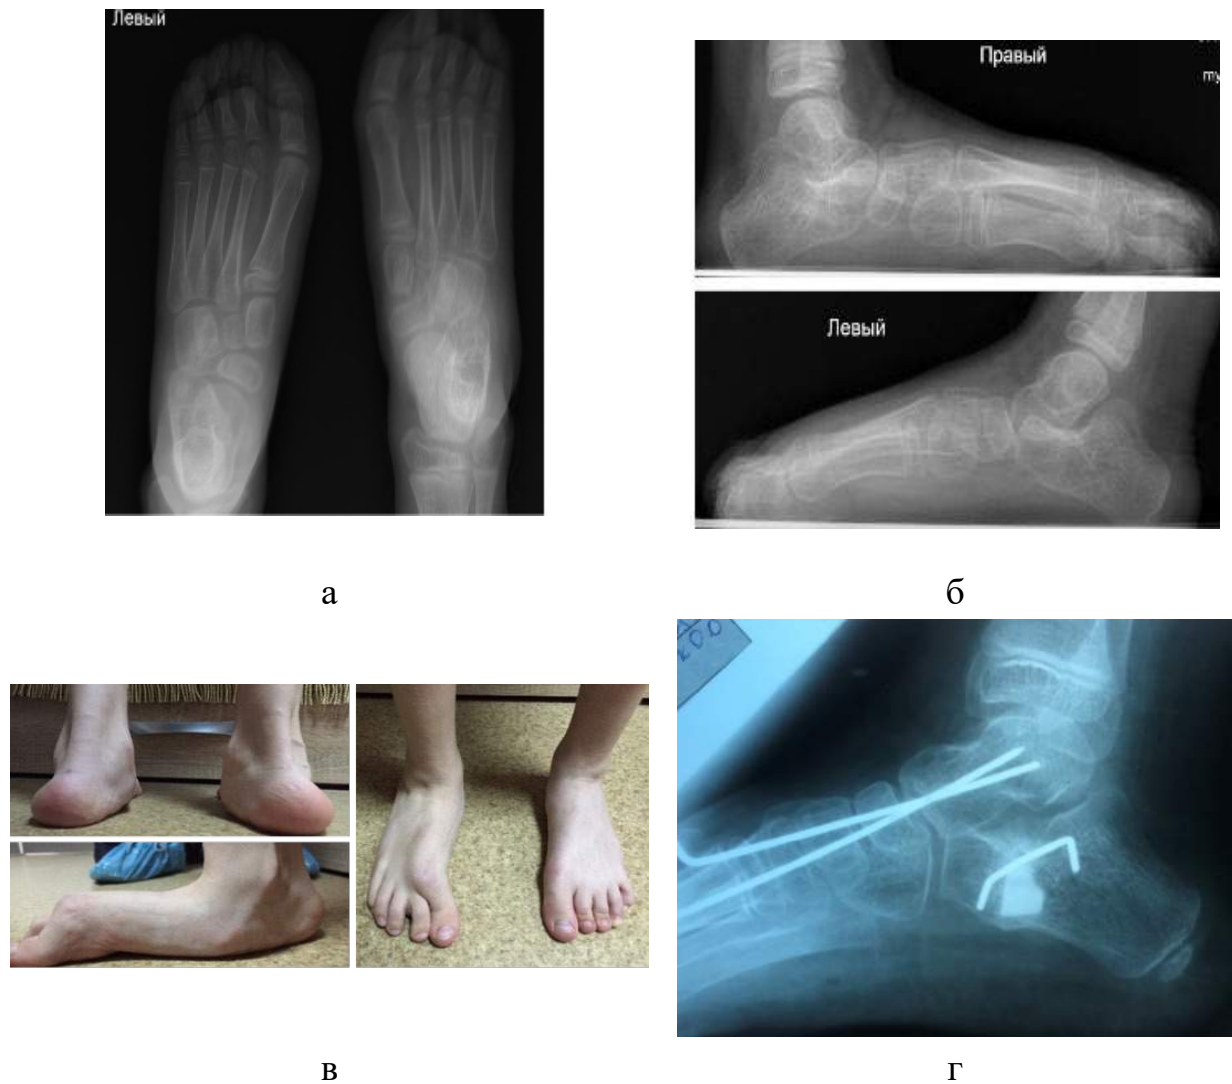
Фотовідбитки рентгенограм пацієнта С., 13 років, історія хвороби № 91899, діагноз: ДЦП, спастична диплегія, двобічна плосковальгусна деформація стоп середнього ступеня тяжкості, GMFCS III рівня: а, б) фотовідбитки рентгенограм пацієнта до лікування (фас і профіль); в) зовнішній вигляд стоп до хірургічного втручання; інтраопераційна рентгенограма; г) зовнішній вигляд хворого і стоп через 12 місяців після хірургічного лікування.
